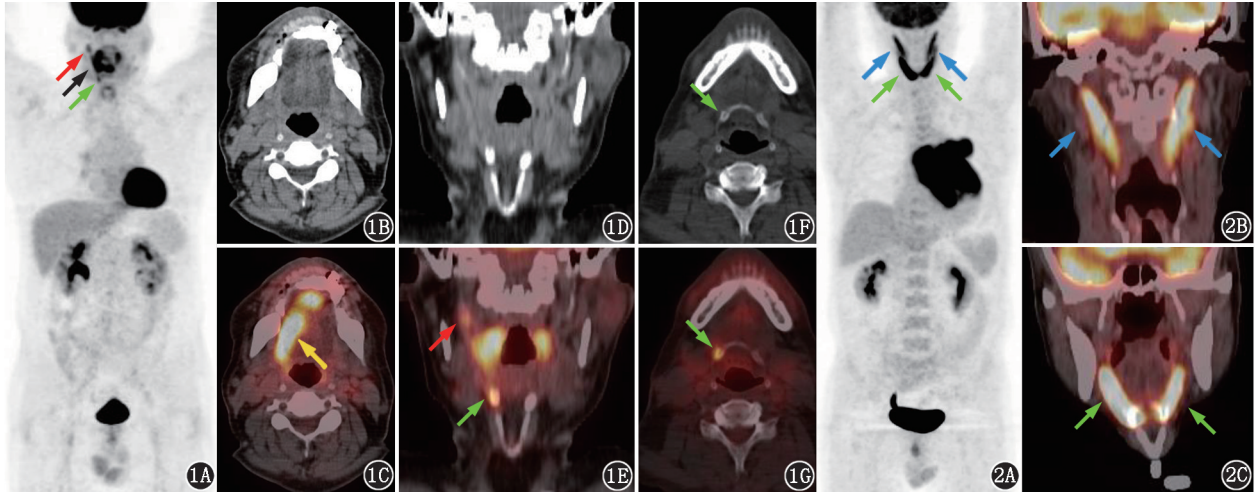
膜性肾病患者(男,59岁)¹⁸F-FDG PET/CT 显像图。1A. PET 最大密度投影图示右侧上颈部至下颌区多发代谢增高灶(箭头示); 1B.横断面 CT 图示双侧舌肌形态、密度未见明显异常;1C.横断面 PET/CT 图示右侧舌肌代谢增高(箭头示);1D.冠状面 CT 图示颈部结构、形态未见异常;1E.冠状面 PET/CT 图示右侧茎突尖端(红箭头示)及右侧舌骨小角(绿箭头示)代谢增高;1F.横断面 PET 图示右侧舌骨小角部分钙化(绿箭头示);1G.横断面 PET/CT 图示右侧舌骨小角代谢增高(绿箭头示) 图 2 心包恶性肿瘤患者(男,55岁)¹⁸F-FDG PET/CT 显像图。2A. PET 最大密度投影图;2B、2C.冠状面 PET/CT 图;可见双侧茎突舌骨肌(蓝箭头示)及下领舌骨肌(绿箭头示)对称性代谢增高
